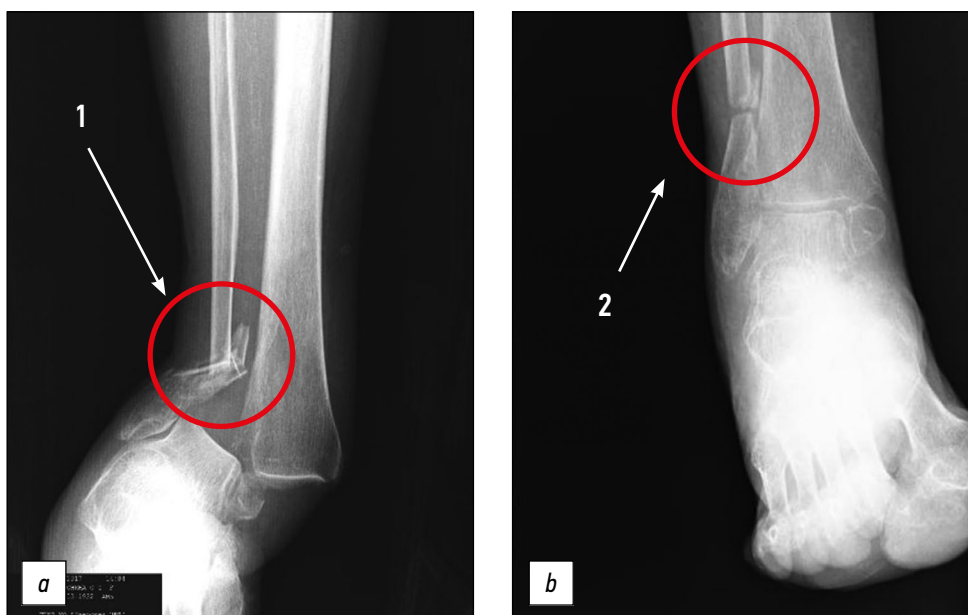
Рентгеновский снимок правого голеностопного сустава в день травмы (а) и в динамике спустя 3 мес (б). Цифрами 1 (а) и 2 (б) обозначен оскольчатый перелом диафиза малоберцовой кости в нижней трети.
